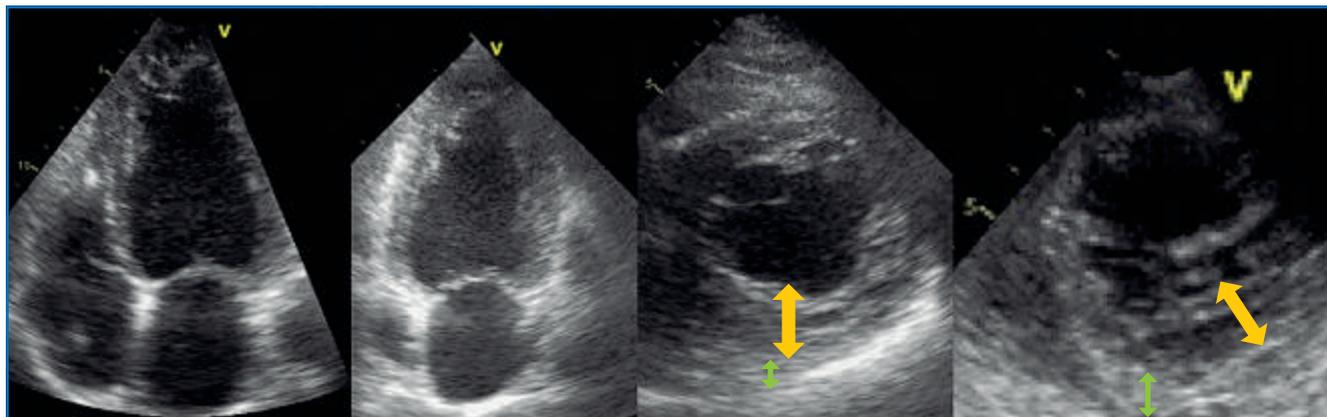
Ventricule gauche non compacté en vue apicale 4 et 2 cavités, puis coupe parasternale au-dessus des piliers, puis à l'apex avec les flèches : épaisseur de l'épicarde (vert) ; épaisseur de la zone non compactée (jaune).
